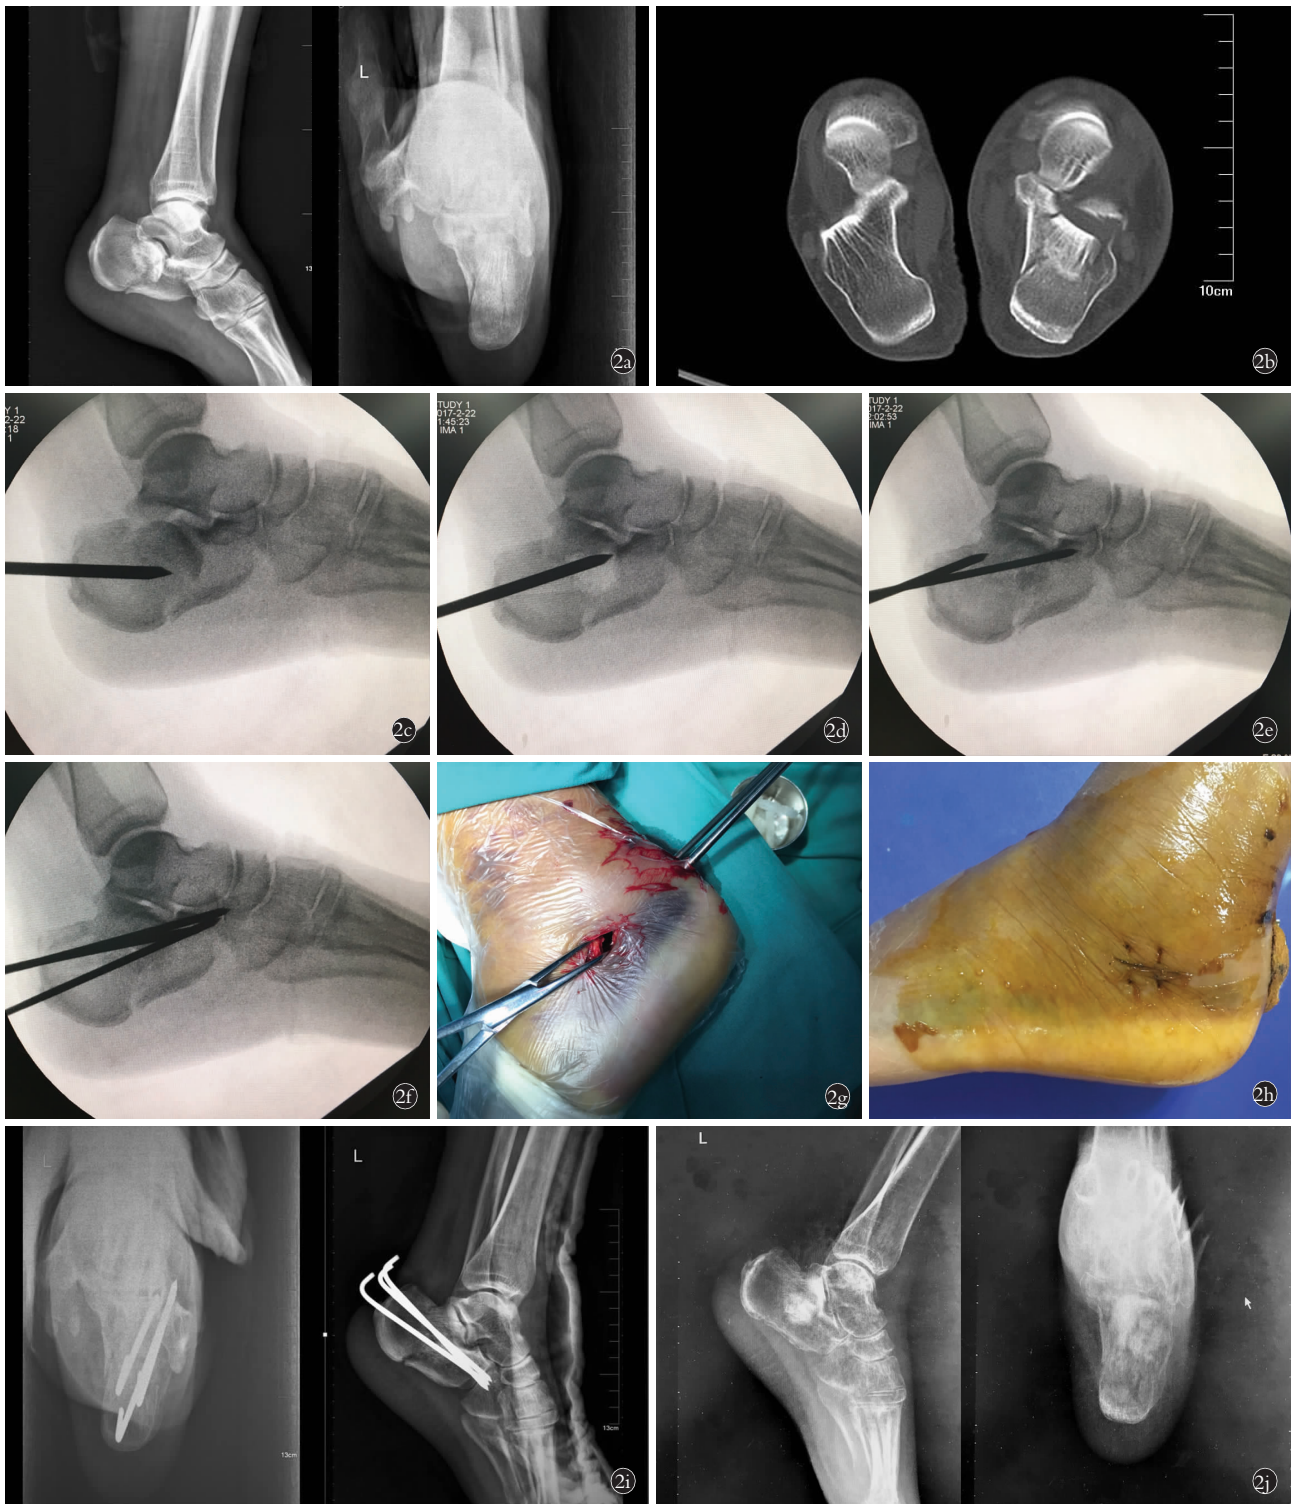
患者,女,57 岁,左跟骨粉碎性关节内骨折(SandersⅢ型) 2a. 术前侧位轴位 X 线片示跟骨粉碎性骨折 2b. 术前 CT 矢状位片示关节内骨折,关节面粉碎(SandersⅢ型) 2c,2d,2e,2f. 术中 C 形臂 X 线机透视下克氏针撬拨复位情况 2g. 术中切口情况 2h. 术后切口外观 2i. 术后第 2 天侧轴位 X 线片示跟距关节及跟骨宽度已复位且有效固定 2j. 术后 10 个月侧轴位 X 线片示骨折已愈合,无塌陷,跟距纵轴力线恢复良好
